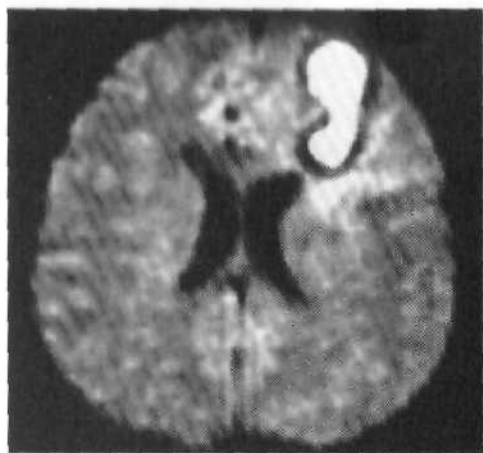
Диффузионно-взвешенное МР-изображение головного мозга больного с абсцессом демонстрирует объемное образование в левой лобной доле с резко выраженным снижением диффузии (повышенный МР-сигнал) в центре абсцесса.
